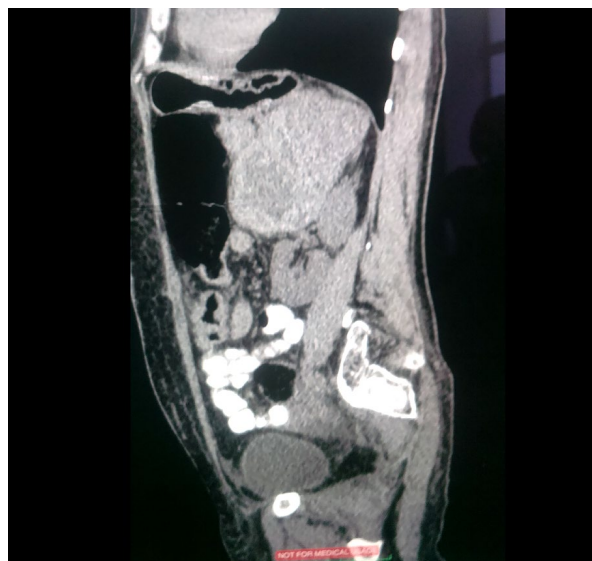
СКТ брюшной полости (сагиттальный срез)
